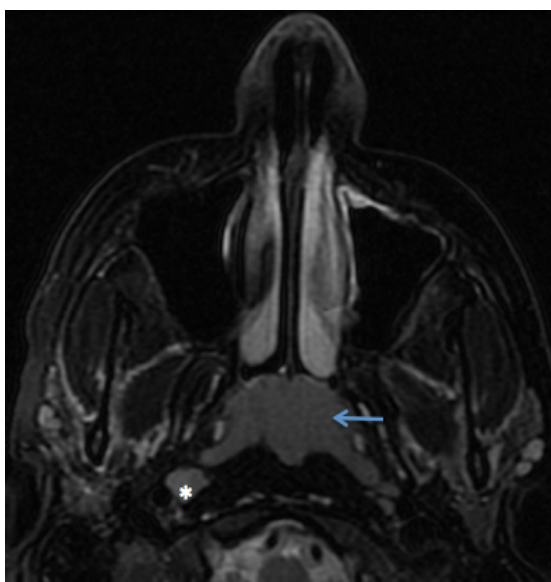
Resonancia magnética de la nasofaringe. Hipertrófia adenoidea. Imagen potenciada en T2 con supresión grasa que muestra una lesión de partes blandas que ocupa de forma simétrica la nasofaringe con una adenopatía retrofaríngea.
